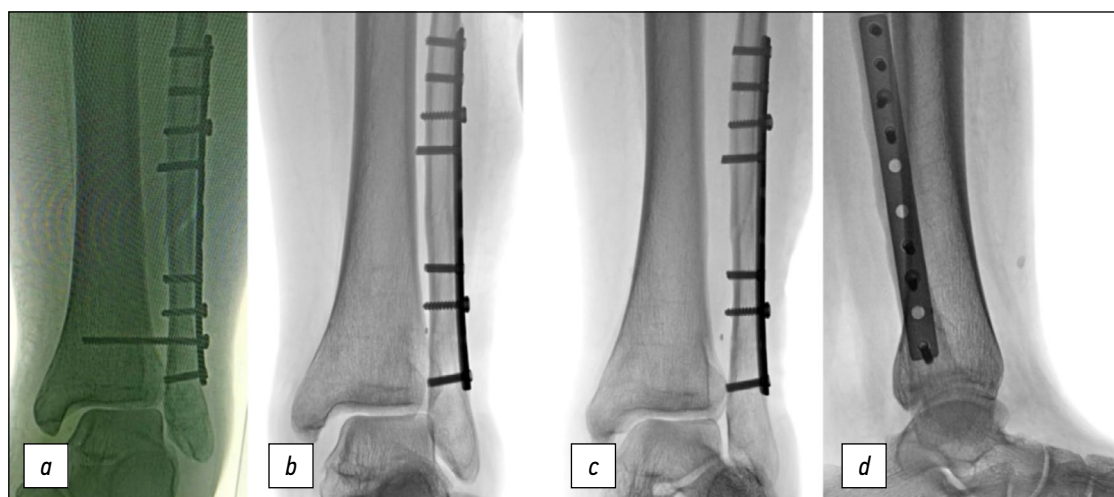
Рентгенограммы пациентки К. после предшествующих оперативных вмешательств: *a, b* — расширение медиальной щели голеностопного сустава, *c* — расширение межберцового пространства, *d* — рентгенограмма в боковой проекции.
